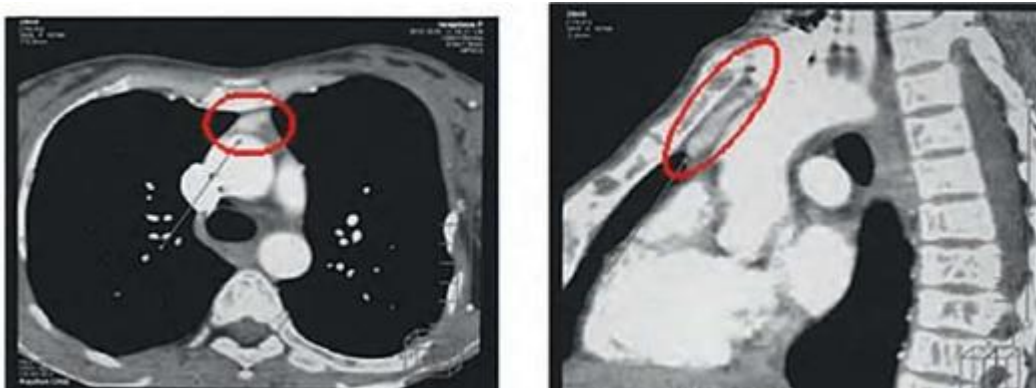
Изображение эктопированной паратиромы (указана стрелкой) на компьютерных томограммах после введения контрастного вещества
